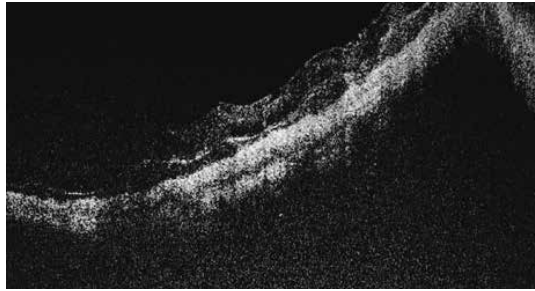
На срезе оптической когерентной томографии сетчатки выявлены воспалительные очаги на уровне слоя хориокапилляров
